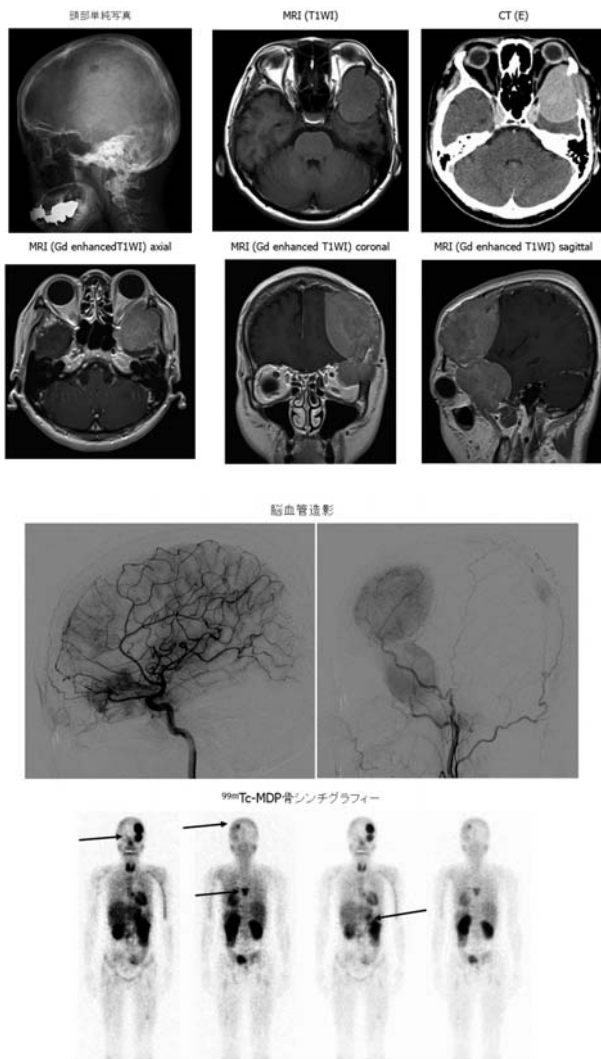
Plain skull radiographs shows an osteolytic lesion in frontal bone, temporal bone, and parietal bone. MRI shows an iso intensity mass on T1 weighted images in temporal and frontal bone, and well enhanced by Gd DTPA. Left external and internal carotid angiography shows the superficial temporal artery, middle meningeal artery, occipital artery, and recurrent meningeal artery feeding the tumor. ^{99m}Tc-MDP bone scintigraphy shows multiple lesion on thoracic vertebra, skull bone, and rib bone.
